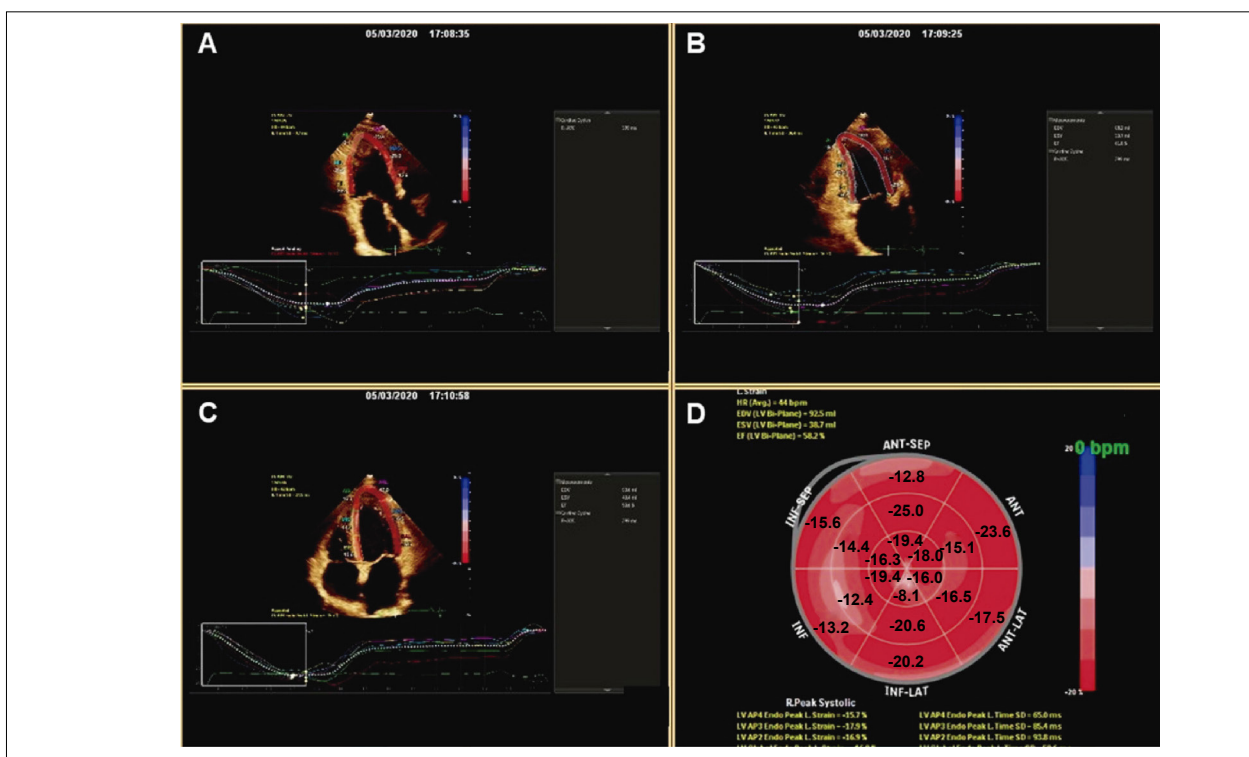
Estimativa da fração de ejeção do ventriculo esquerdo pelo software aCMQ, a partir do corte apical 2 e 4 câmaras (B e C). Adicionalmente, demonstra-se o corte apical 3 câmaras (A) e o gráfico bullseye com o cálculo do strain longitudinal global (D).
